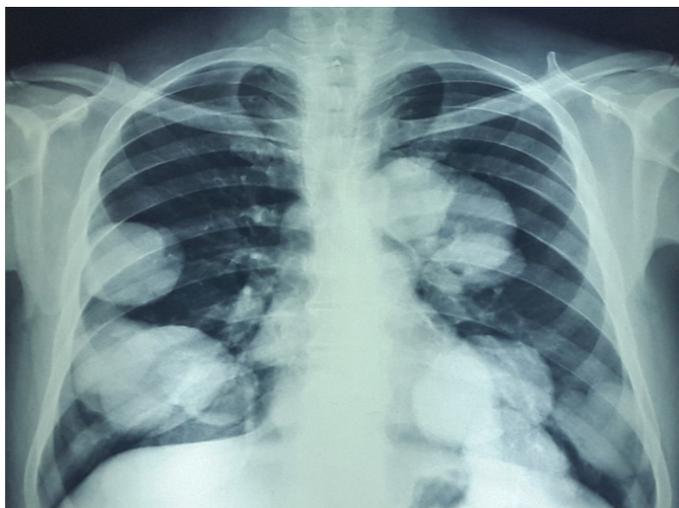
RADIOGRAFÍA DE TORAX POSTEROANTERIOR
